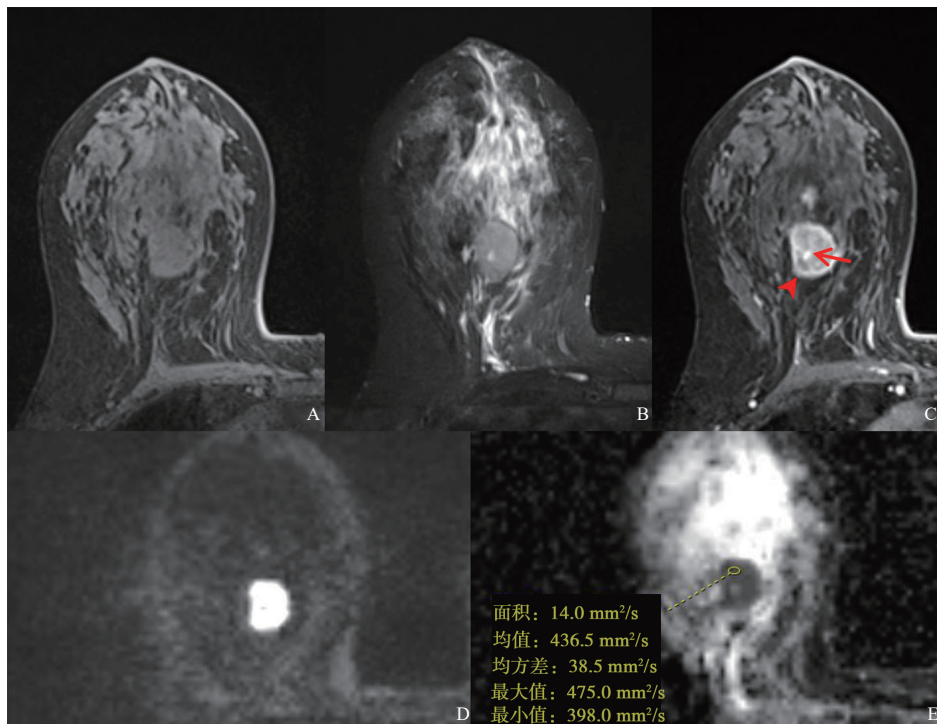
典型病例3 (患者, 女性, 50岁, PB-DLBCL) MRI表现
